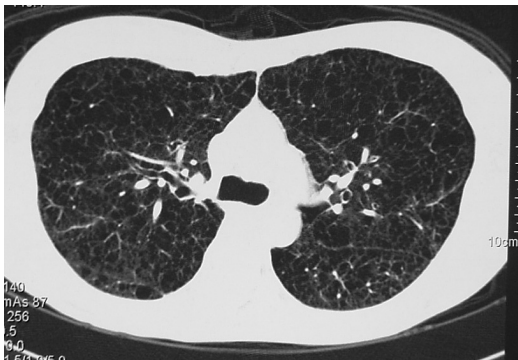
胸部 HRCT (気管分岐部レベル 03.07.15)
